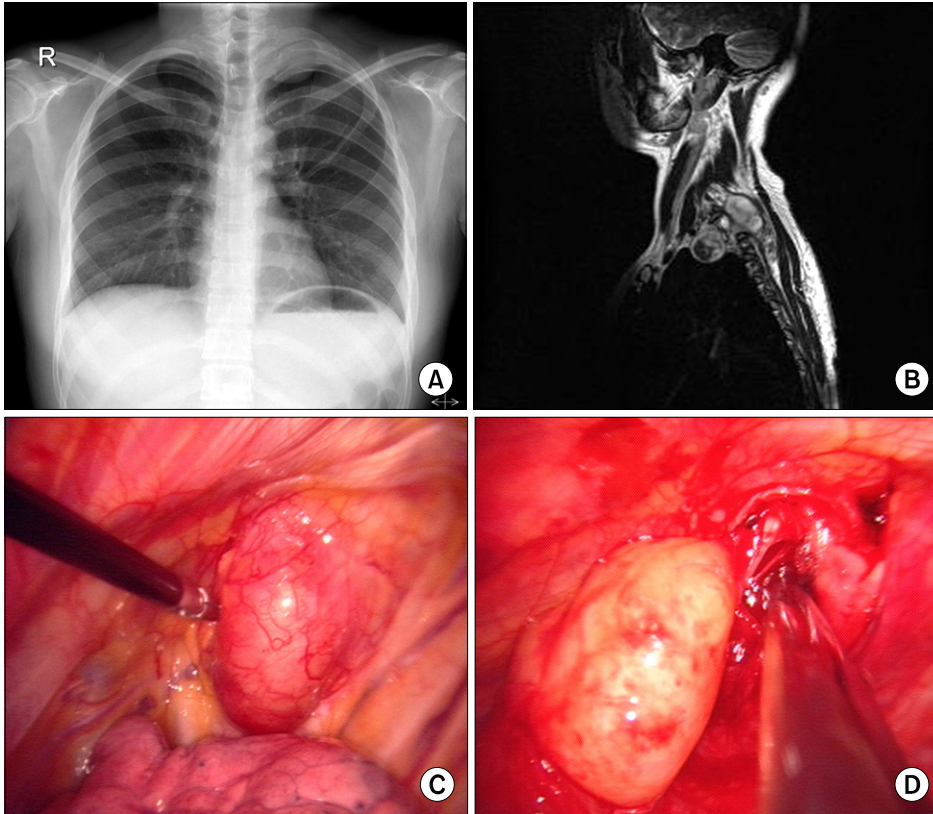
Apical neurofibroma associated with von Recklinghausen's disease. Upper, chest PA and magnetic resonance image shows left apical and paravertebral oval masses. Lower, thoracoscopic enucleation of apical neurogenic tumor.
